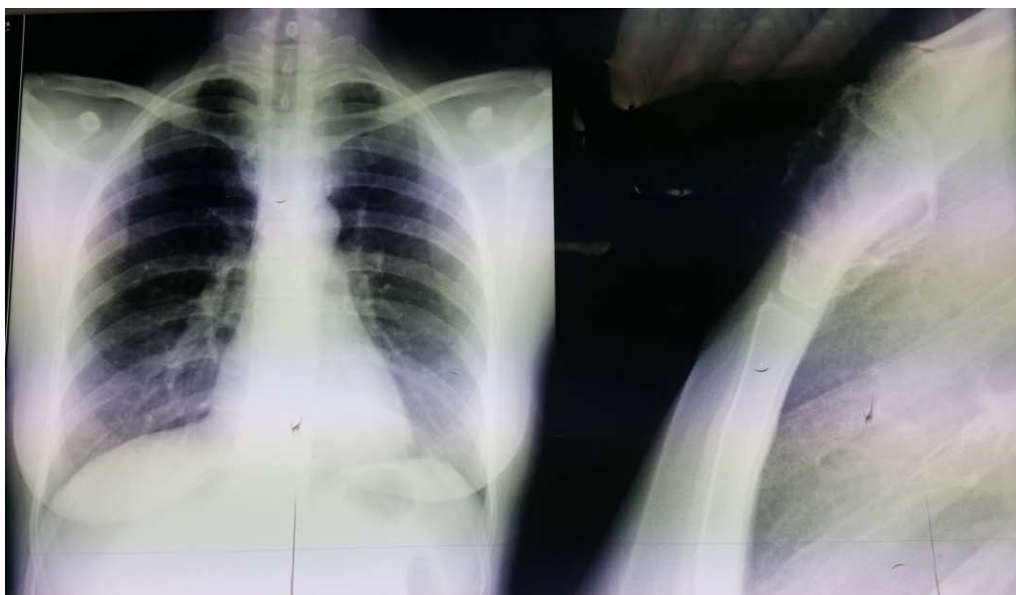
Radiographie du thorax face et profil montrant une lésion ostéolytique de l'os sternal
